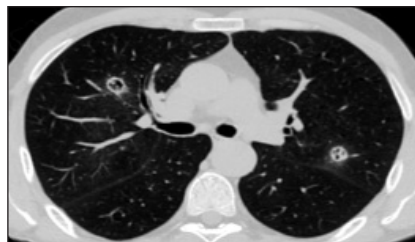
КТ ОГК у больного ИА на фоне АНЦА-ассоциированного васкулита: двусторонние фокусы инфильтрации с очагами деструкции
